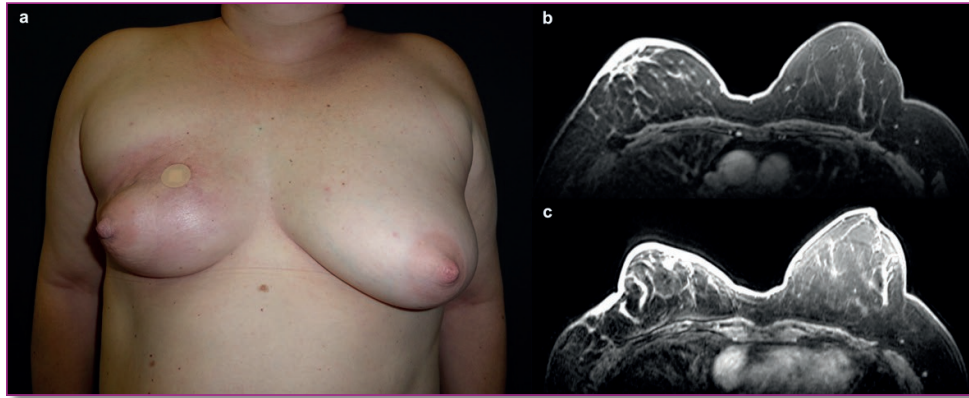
a) Placa eritematosa que afecta a mama izquierda con retracción y atrofia de la misma. b-c) RM de ambas mamas que muestra cambios postquirúrgicos con mayor engrosamiento cutáneo y pérdida de volumen de la mama derecha (c) con respecto a RM previa (b)
